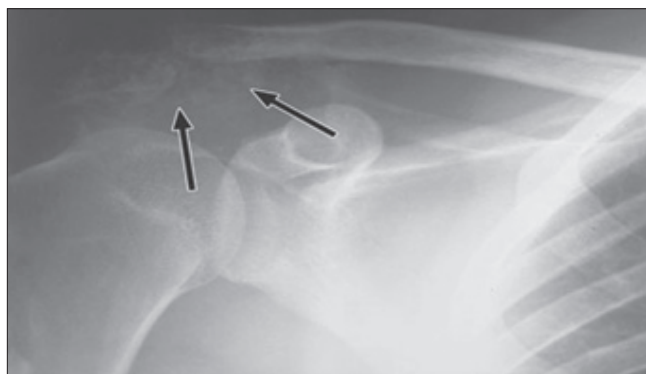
Мезенхимальная хондросаркома акромиона у 30-летнего мужчины с болевым синдромом в течение 1 года. На прямой рентгенограмме правого плечевого сустава видно поражение акромиона с периостальной реакцией, экзофитным, частично кальцинированным компонентом (стрелки) [26]
